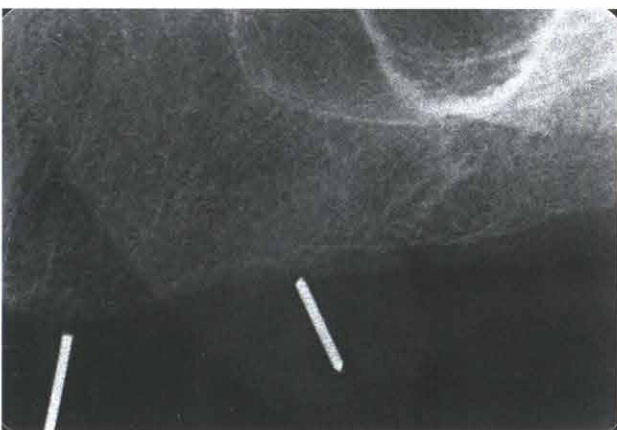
通过旋转金属棒在X线片上获得准确的种植体植入方向
